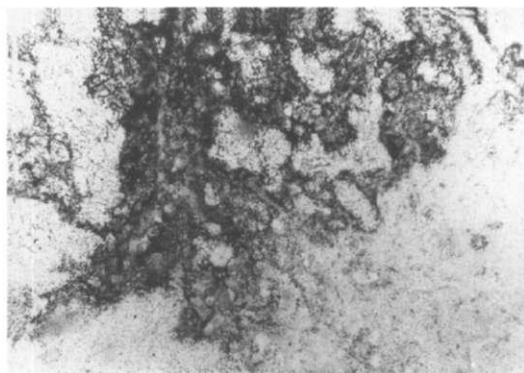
Autoradiographische Darstellung der Antikörperverteilung in einem Rektumkarzinom (Operation 7 Tage nach diagnostischer Applikation ^{131}J markierter anti-CEA Antikörper). Die höchste Silberkomdichte findet sich in den drüsenbildenden Tumoranteilen (vgl. Abb. 1).
